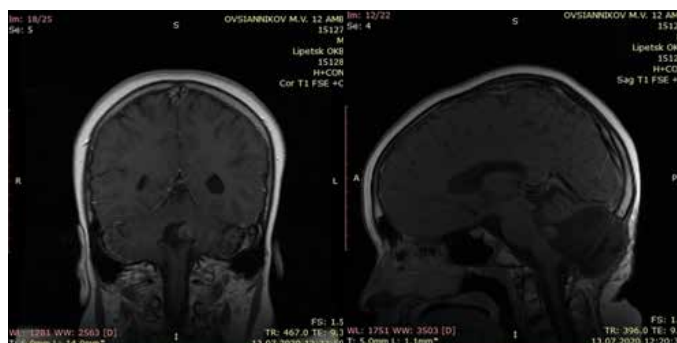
МРТ головного мозга пациента О. нативно и с КУ 13.07.20: коронарный (а) и сагиттальный (б) срезы. По переднему контуру послеоперационной полости определяется образование размера 13 x 9 мм, накапливает контрастное вещество
